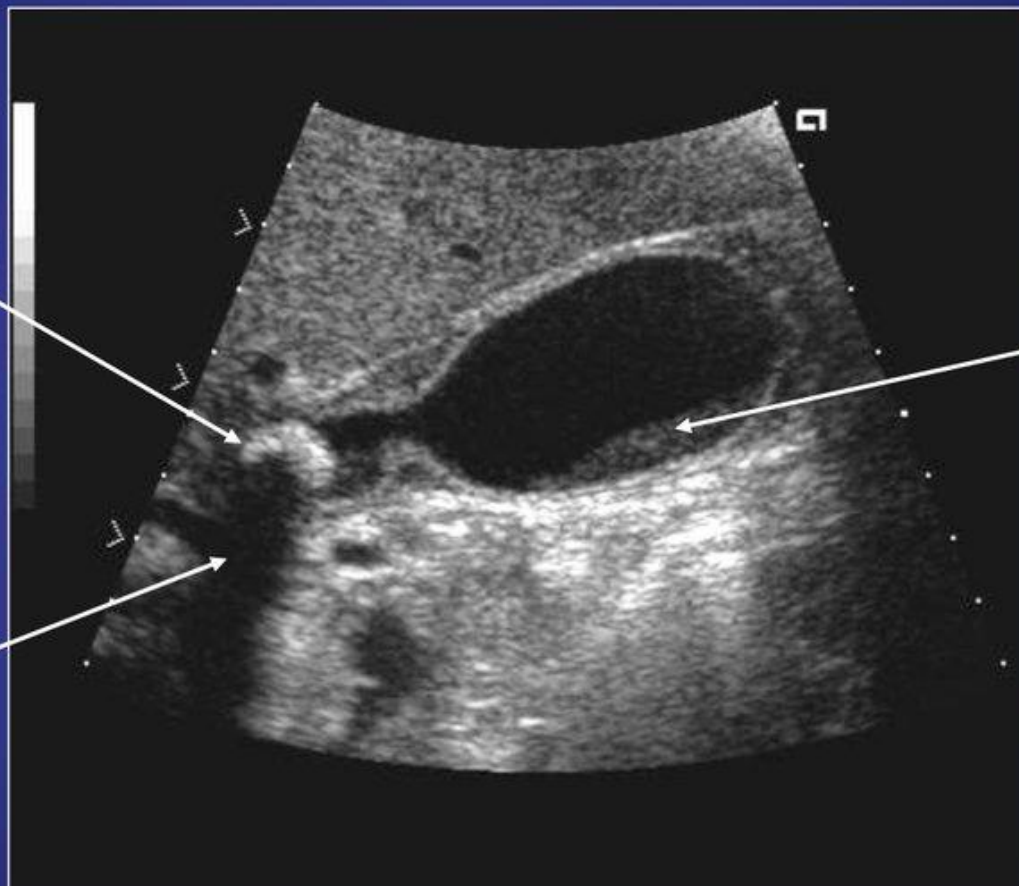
УЗИ желчного пузыря
